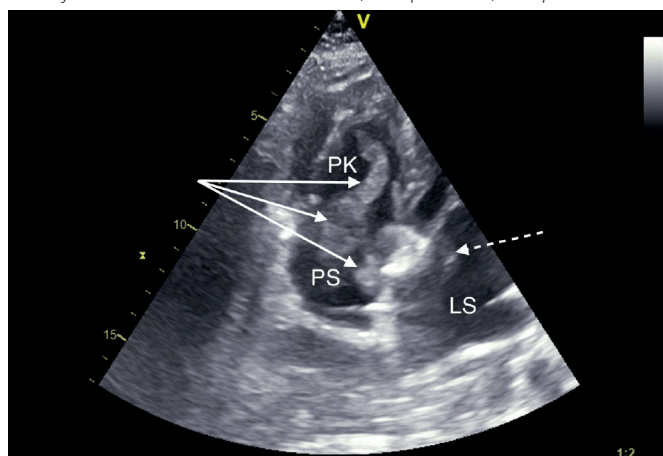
Transezofageální echokardiografie: laločnatý trombus v obou síních (šipky). LS – levá síň, PS – pravá síň
